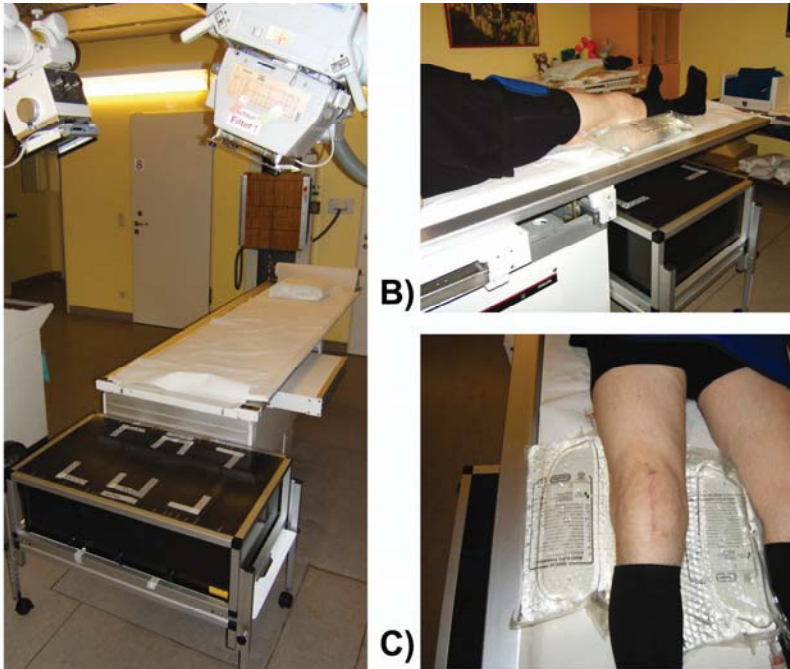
(A) Uni-planarer RSA-Messaufbau in der Röntgenabteilung der Orthopädischen Klinik der MHH im Annastift, mit Kalibrierbox, Röntgentisch und den beiden Röntgenröhren. (B) Die Patientenlagerung erfolgt im Strahlenschnittpunkt beider Röntgenröhren. Der Patient liegt räumlich zwischen der Kalibrierbox und den beiden Röntgenröhren auf dem Röntgentisch. Am Beispiel des Kniegelenks, wird das Bein in der sog. „Neutral-Null“-Stellung gelagert. (C) Medial und lateral des Kniegelenks wird je ein Wasser- bzw. Kochsalzlösungsbeutel positioniert, der aufgrund der vom konventionellen Röntgenbild abweichenden Röntgenröhrenparameter (Röhrenspannung, Röhrenstrom-Zeit-Produkt) einen besseren Kontrast in der Röntgenaufnahme zwischen der Endoprothese und dem das Implantat umgebenden Knochen bzw. Weichgewebe ermöglicht.
